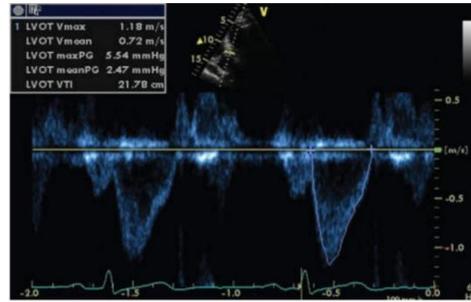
Onda pulsada de Doppler, trazando el perfil de la onda para el cálculo del VTI (21)
